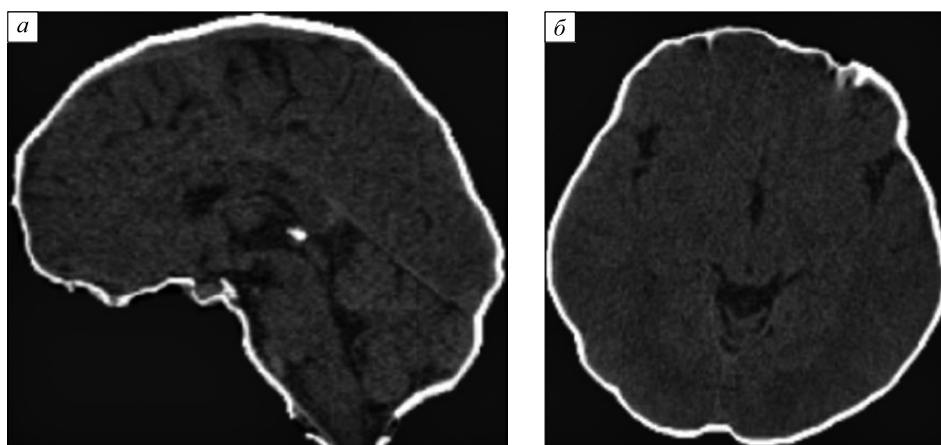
КТ-исследование (сагиттальная (а) и аксиальная (б)) плоскость, готовое для подачи на нейронную сеть после предобработки
